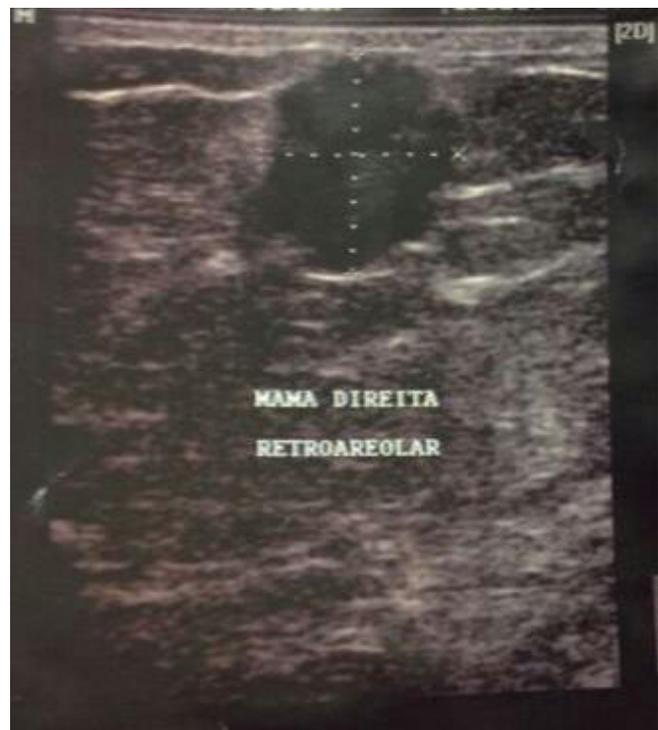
Imagem nodular retroareolar, irregular em ultrassonografia de mama direita
